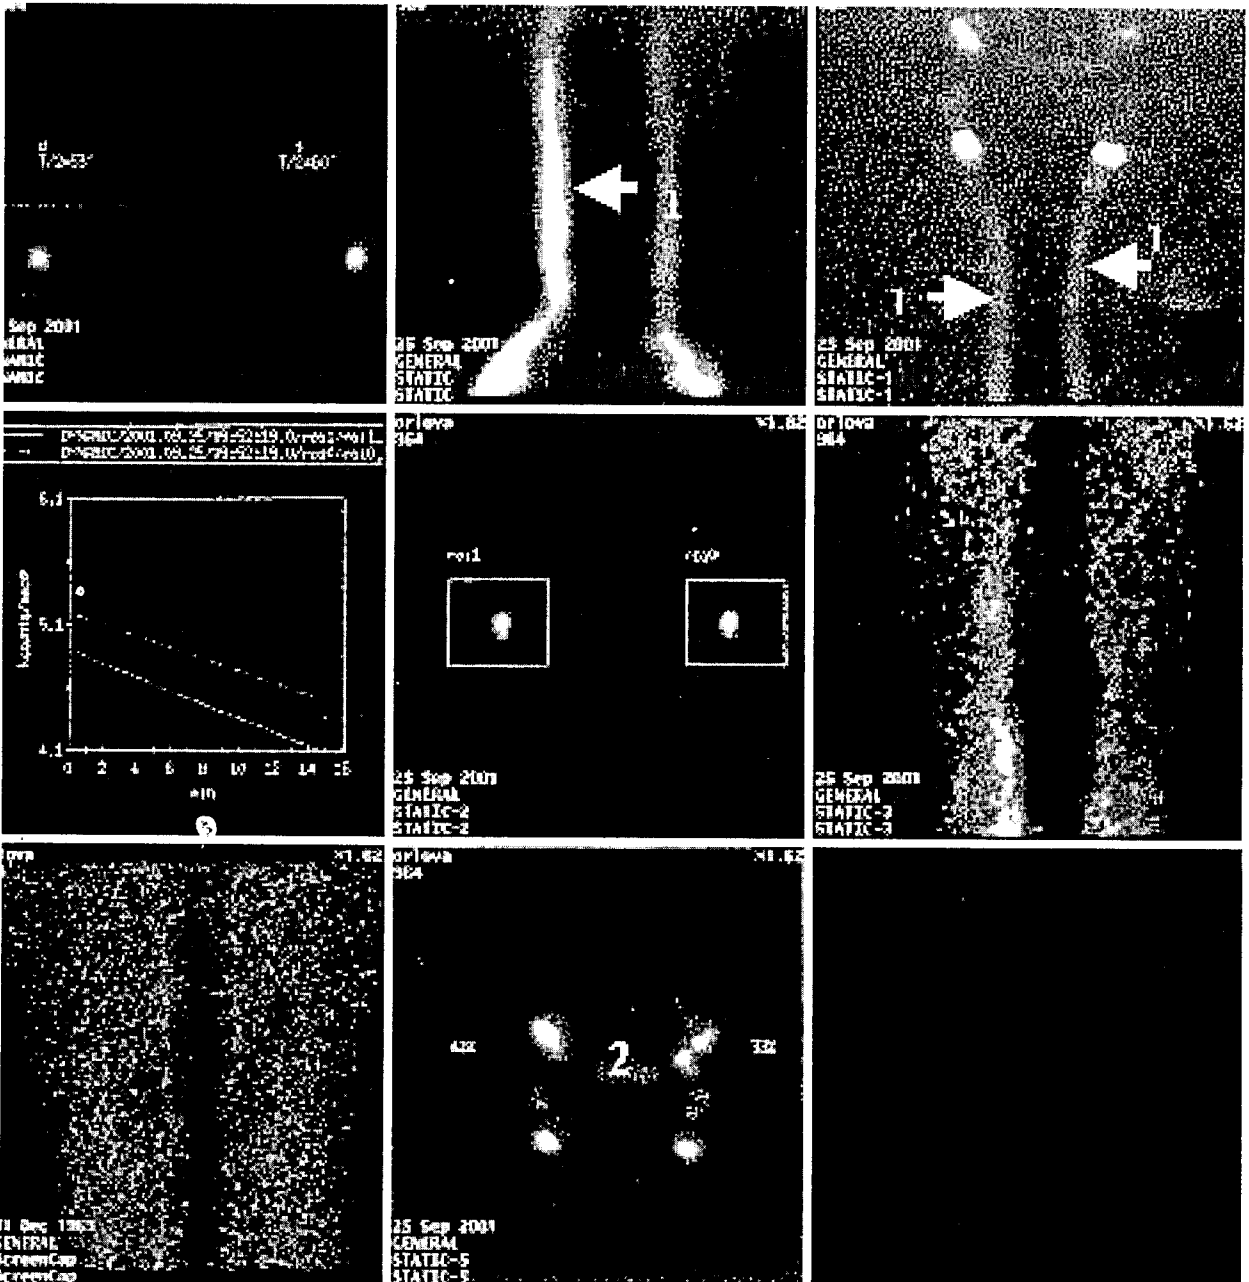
Нормальная лимфосцинтиграмма: 1 – четко визуализируются медиальные коллекторы; 2 – равномерное накопление РФП в лимфатических узлах
